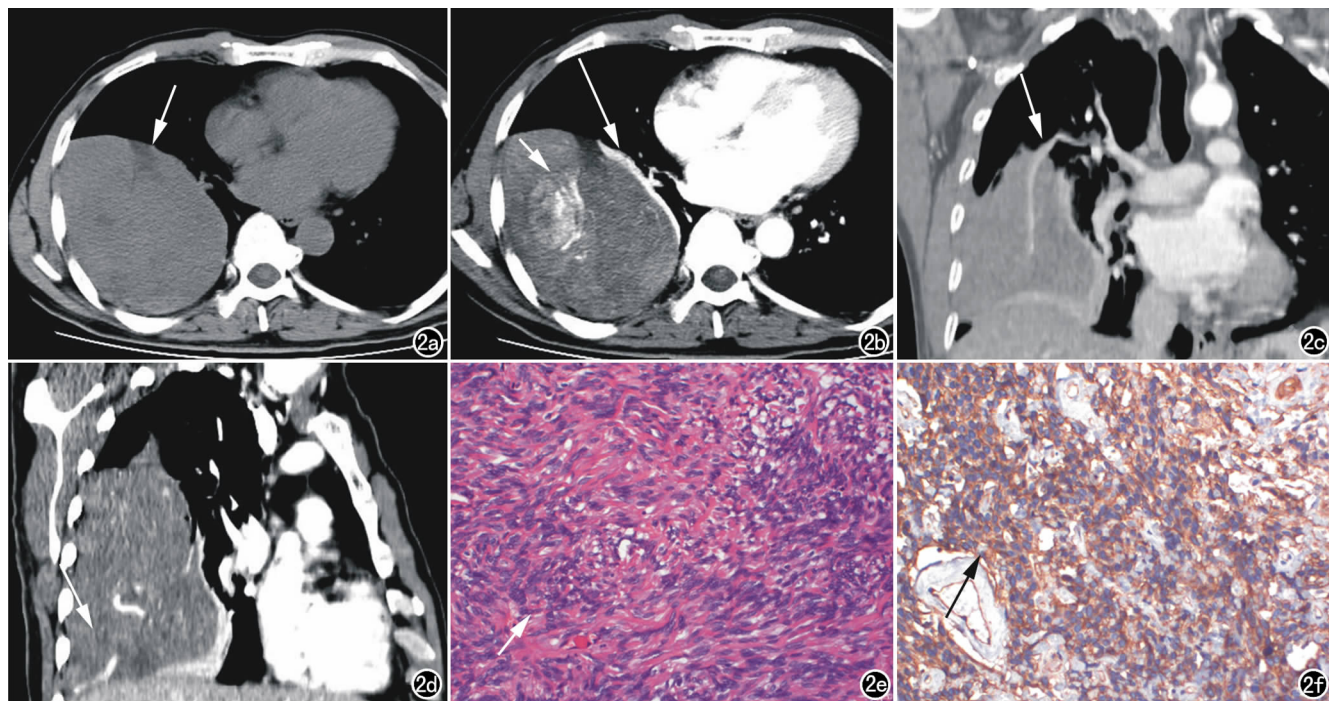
右侧肋面胸膜孤立性纤维性肿瘤。a) CT 平扫示肿块密度接近肌肉,边界光整,密度欠均匀(箭);b) CT 增强扫描示肿块明显不均匀强化(短箭),周边肺组织受压(长箭);c) MPR 冠状面重组像示肿块内迂曲粗大血管(箭);d) MPR 斜冠状面图像示肿瘤来源于右侧肋胸膜(箭);e) 肿瘤组织呈无特征性结构,梭形细胞与胶原纤维编织状排列,细胞丰富(箭),其间可见散在血管($\times 100$, HE);f) 免疫组织化学-CD34 胞膜及胞浆表达,弥漫性强阳性(箭)。
